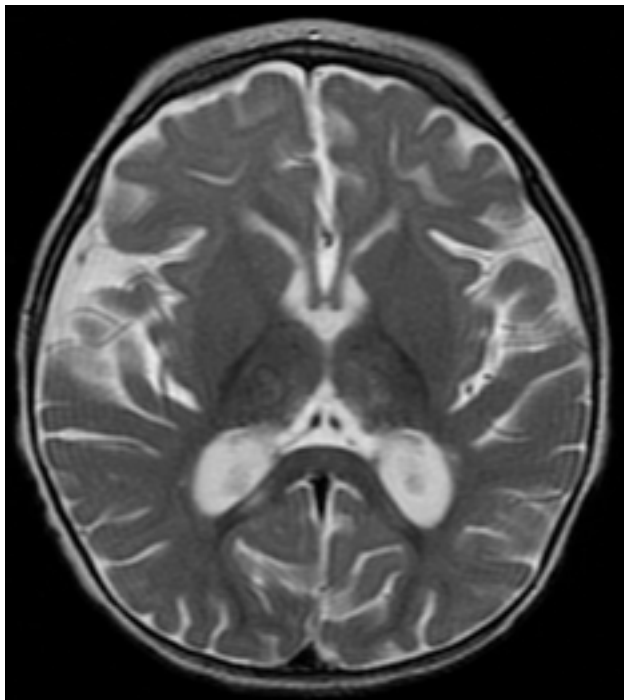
RMN de encéfalo (secuencia T2): lesiones hipointensas a nivel de tálamos
